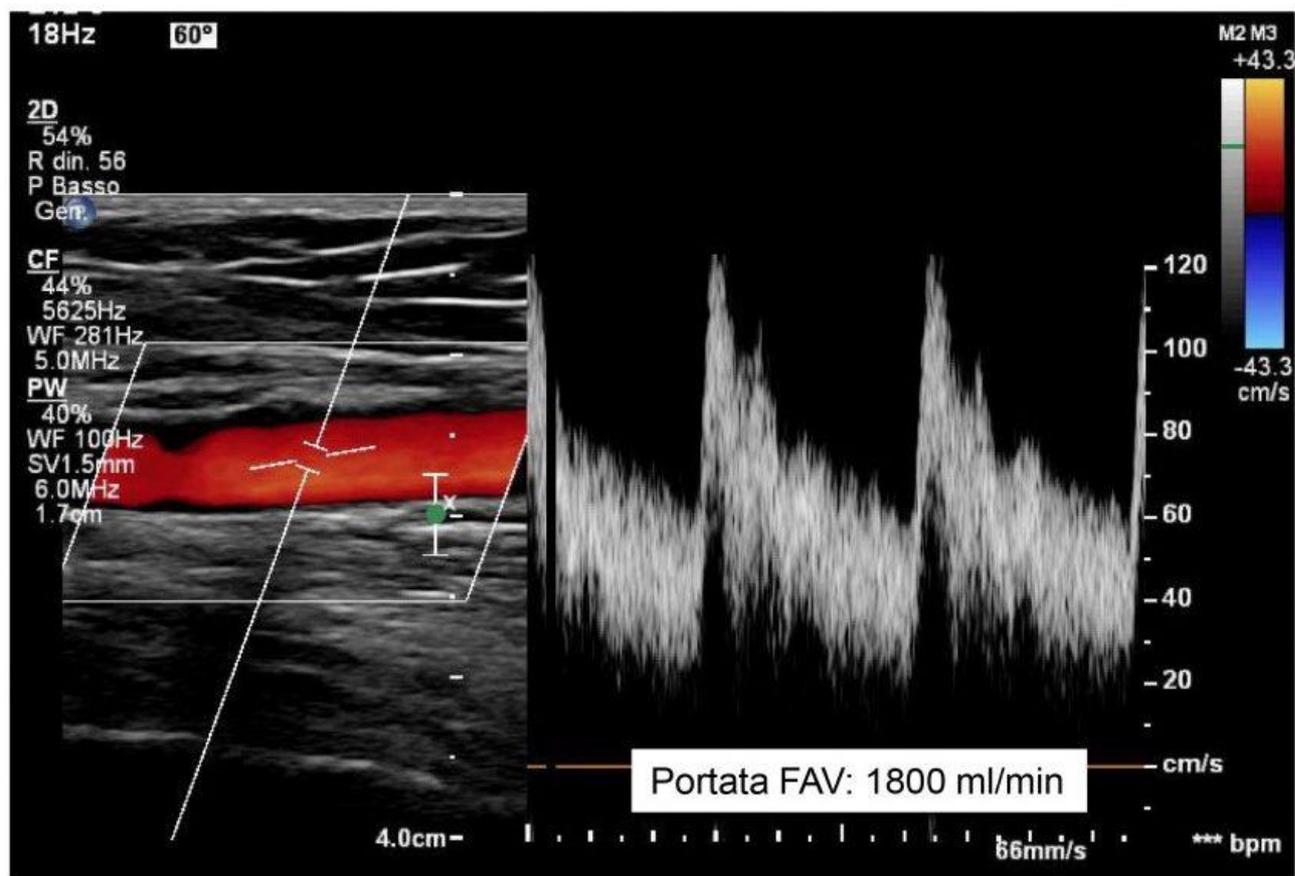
L'Ecolor Doppler di controllo dopo 14 mesi mostra una FAV ben funzionante, con buona portata (1800 ml/min), in assenza di velocità di flusso patologiche
